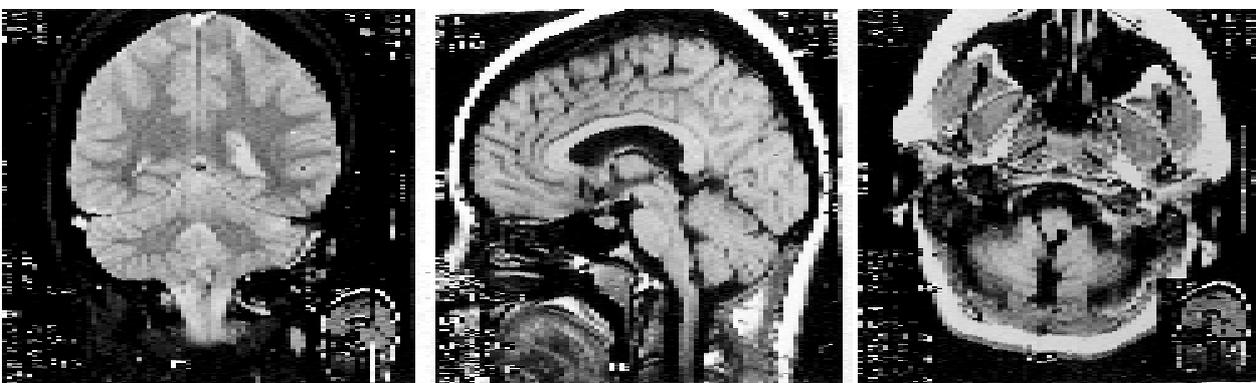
Caso 2. RM posoperatoria con cortes similares a los de la figura 3. El cavernoma ha sido resecado en su totalidad. El lecho operatorio tiene igual intensidad que el líquido cefalorraquídeo, comunicando con la cisterna magna.
